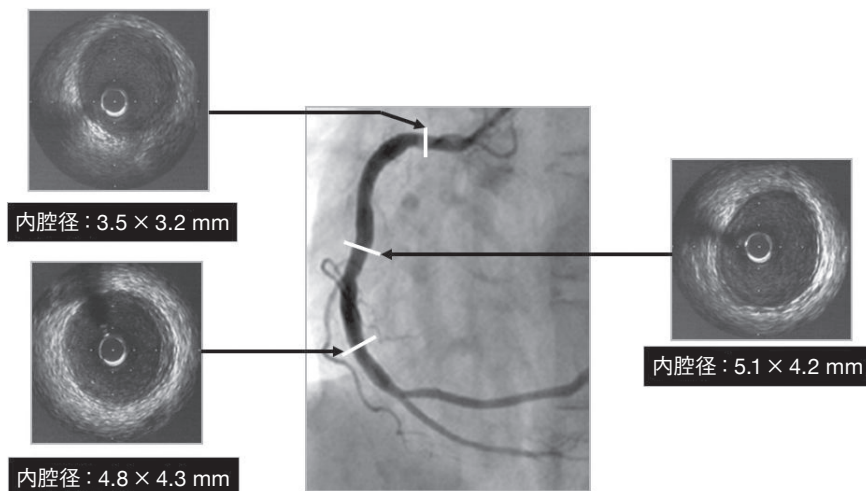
ステント留置前の血管内超音波検査ではエルゴノヴィン負荷試験で高度の冠攣縮を起こした部位には少量のプラークを認め、軽度の動脈硬化の進展を呈していた。
